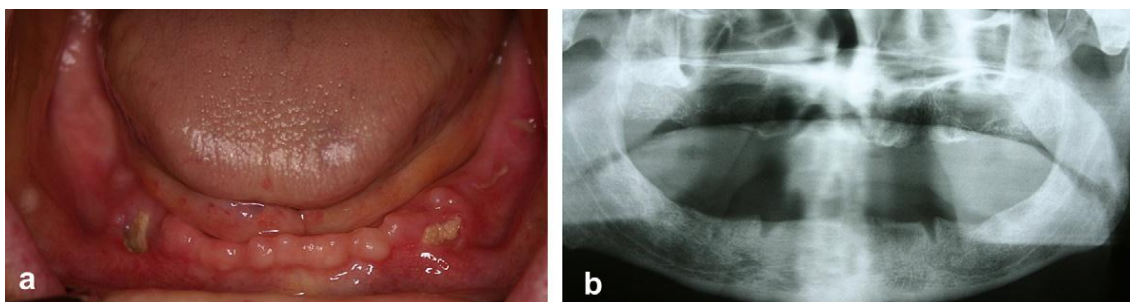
Paciente do sexo feminino, 68 anos, oito meses após terapia com Zoledronato para controle de metástases ósseas de um câncer de pulmão. A – Múltiplas áreas de osso exposto cinco meses após extrações em mandíbula. B – Radiografia panorâmica mostrando tipicamente alvéolos persistentes, sem sinais de formação óssea. Fonte: ABU-ID *et al*, 2008.
